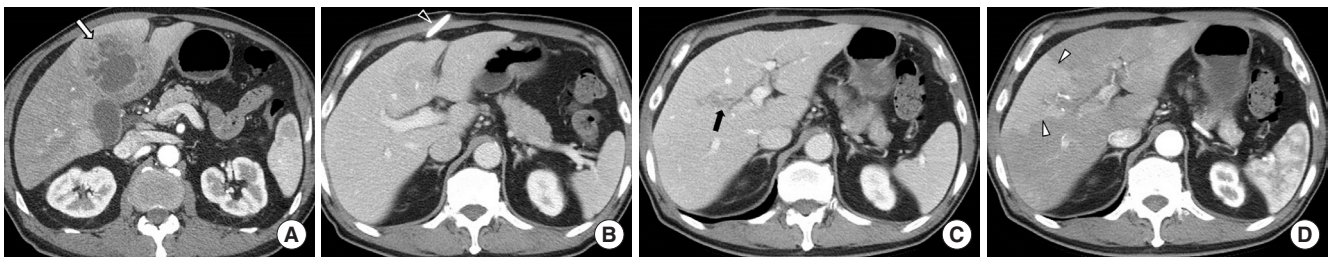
Liver abscess and portal vein thrombosis in 68-year-old man. (A) Contrast-enhanced CT image shows hepatic abscess (arrow) in the left lobe and hyperemic change in the adjacent liver parenchyma on arterial phase. (B) CT image shows percutaneous catheter for drainage of hepatic abscess (black arrowhead) and patent portal vein. (C) Follow-up CT image acquired after 5 weeks shows thrombosis in the right anterior portal vein (black arrow). (D) CT image on arterial phase shows regional hyperattenuated area (arrowheads) in the liver right anterior section, probably due to a compensatory increase in arterial flow. CT, computed tomography.
